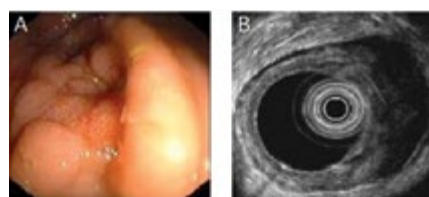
NET żołądka. Obraz endoskopowy (A) i endosonograficzny (B)
